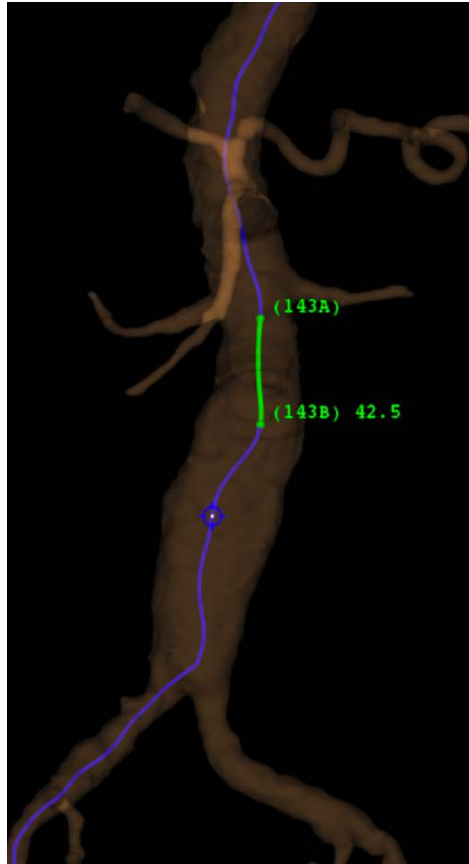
Reconstrucción en 3D de angio-TC que muestra técnica de medida de longitud del cuello aneurismático.
